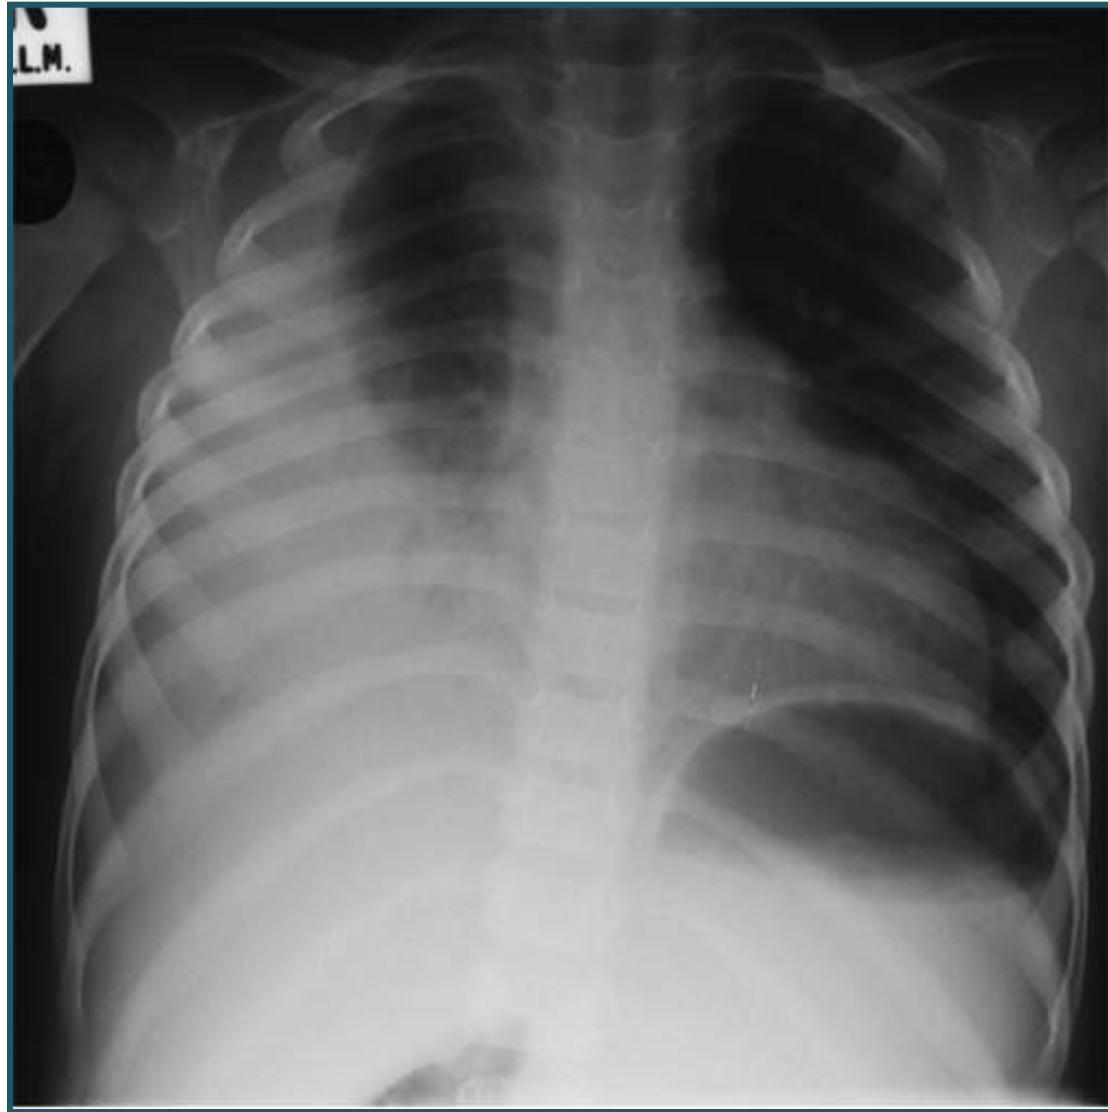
Gambaran foto toraks yang menunjang diagnosis TB Anak bermacam-macam , dapat berupa:
